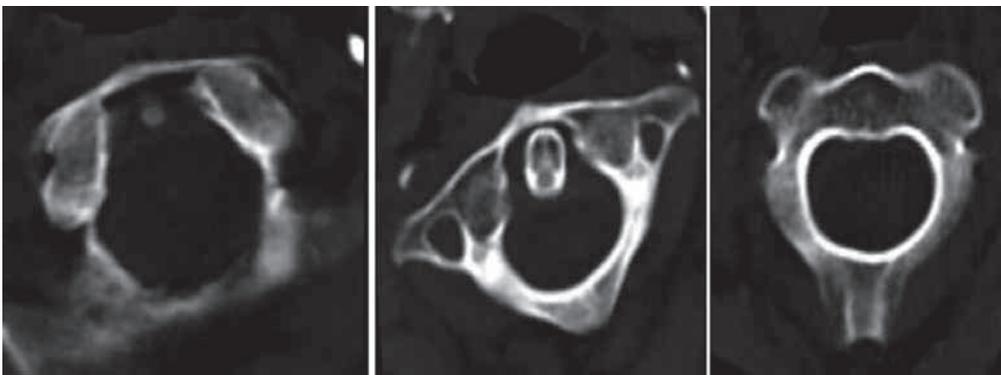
CT-Knochenfenster: von links: Schädelbasis, Atlas, Axis. Drehung zwischen Atlas und Axis.
